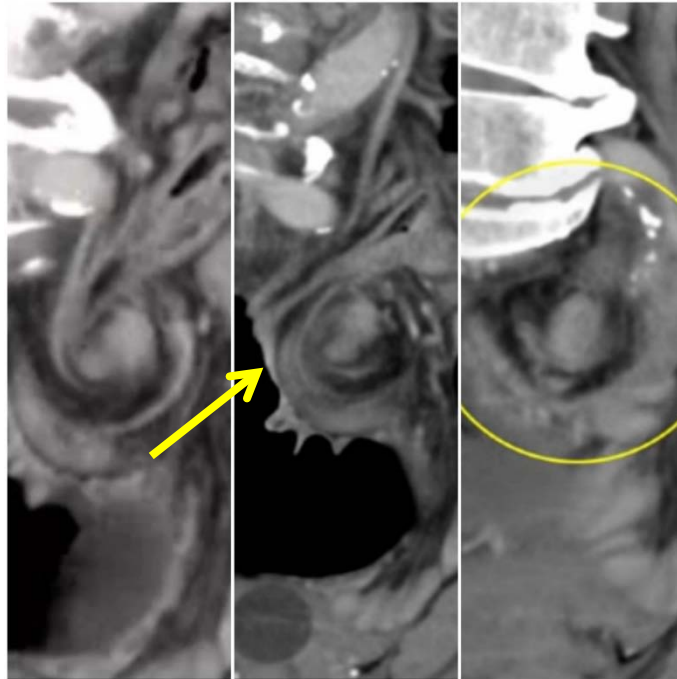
TDM abdominale après injection du PDC objectivant avec Image de Tourbillon: whirlsign
